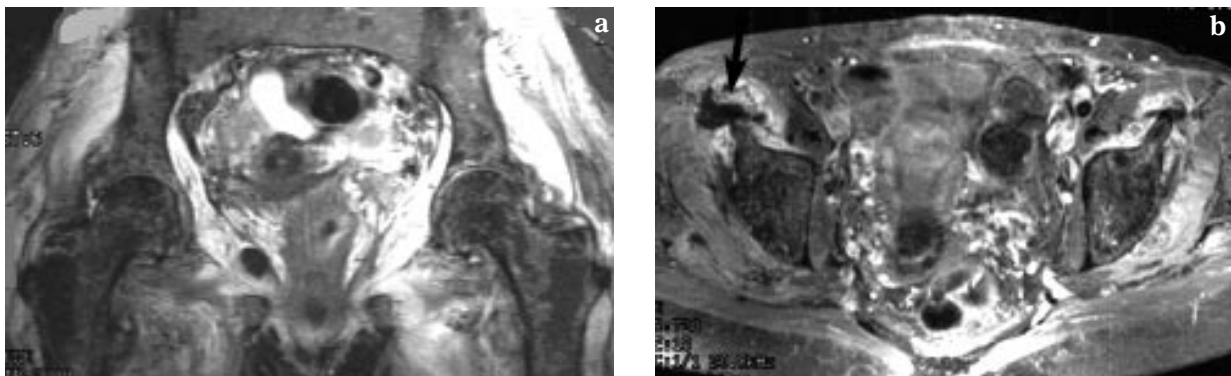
PAON chez une patiente de 46 ans présentant une tétraplégie postopératoire. (a) L'IRM montre un œdème musculaire diffus avec un net hypersignal en pondération T2 de l'ensemble des muscles de la ceinture pelvienne. (b) Après injection de produit de contraste, on note dans le muscle ilio-psoas droit la présence d'une zone avasculaire (flèche).
